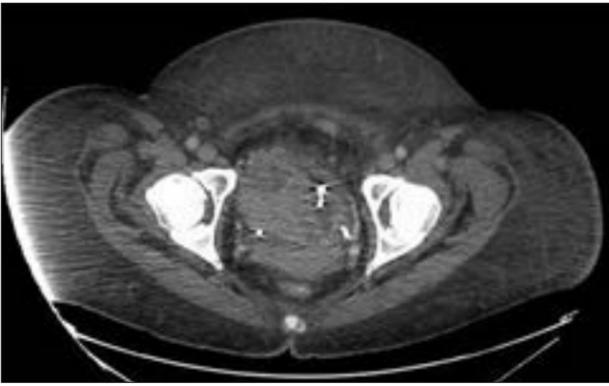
Результаты КТ-сканирования области малого таза, свидетельствующие о наличии большого узлового образования в мочевом пузыре с очагами различной рентгенплотности, в период до проведения цистэктомии
